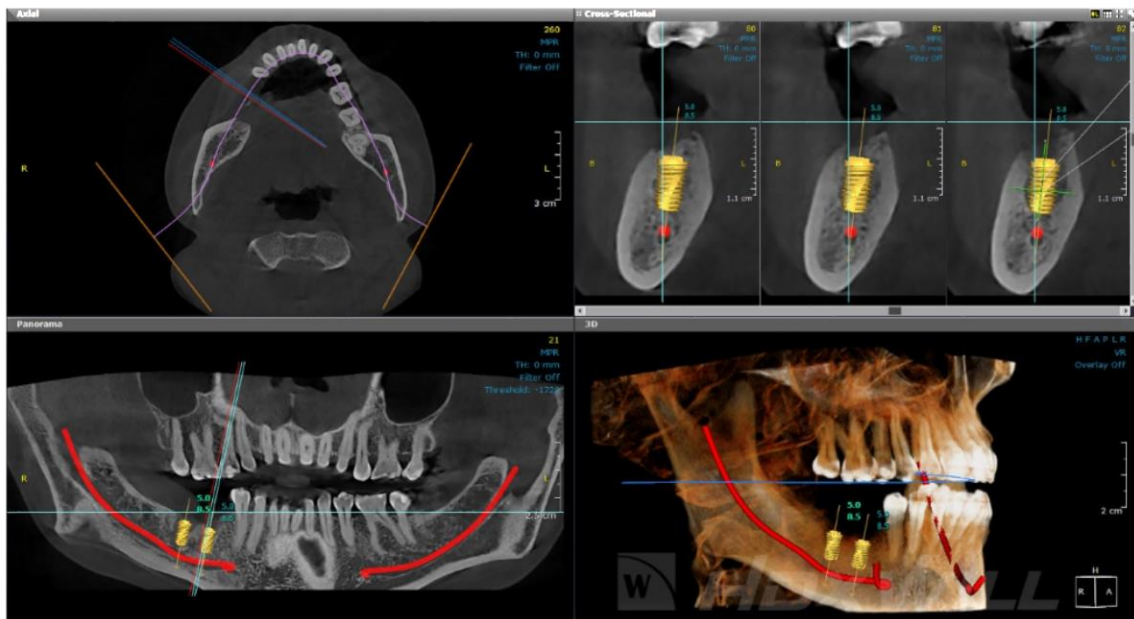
TAC Dental (62)
